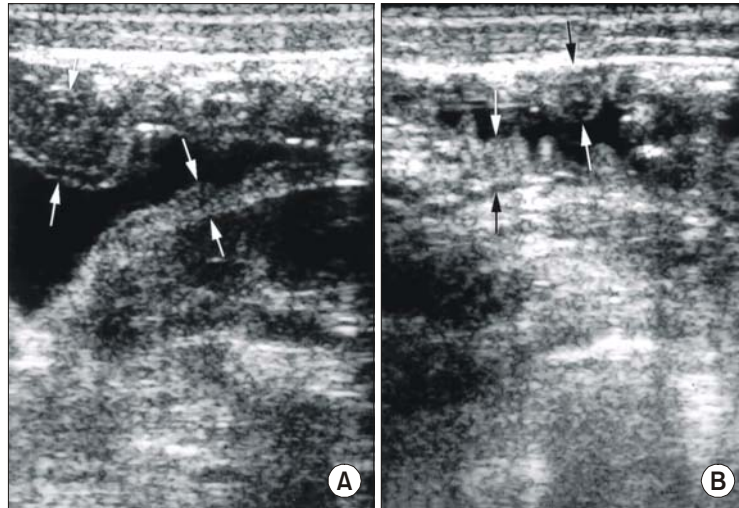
Transverse ultrasonogram of the abdomen demonstrated the thickened bowel wall (arrows) of the duodenum (A) and the proximal jejunum (B).
